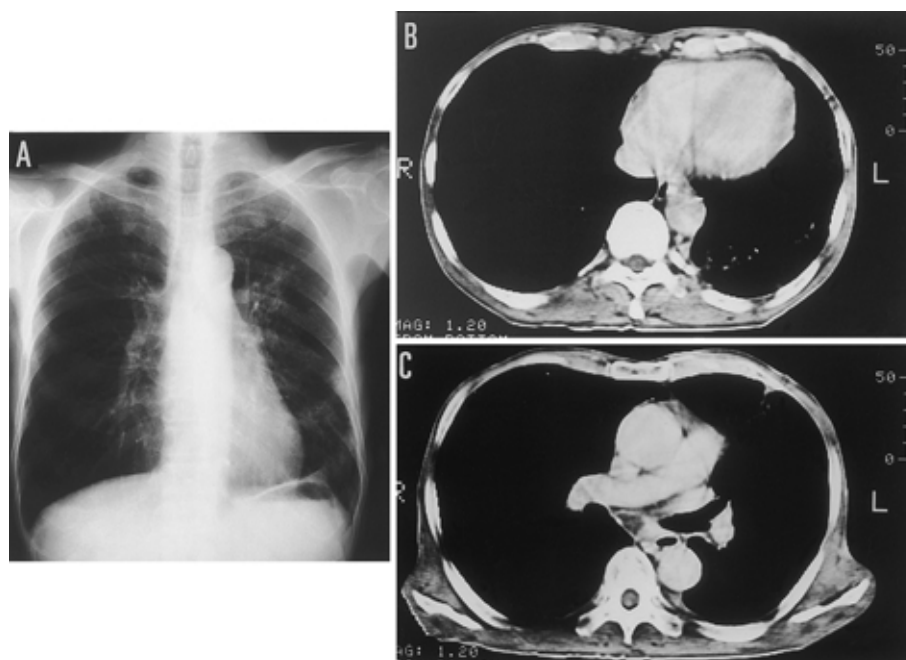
(A) Chest X-ray films after treatment. The lung tumor had significantly decreased in size. (B, C) Chest CT images after treatment show decrease in primary tumor and mediastinal lymph nodes.
